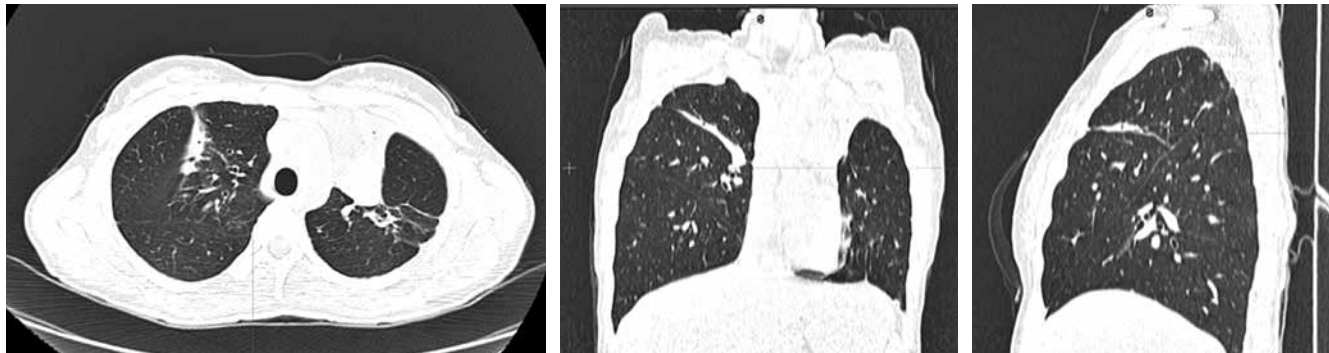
Больная В. КТ ОГП (реконструкция) перед удалением эндобронхиальных клапанов от 17.05.2023 г.
